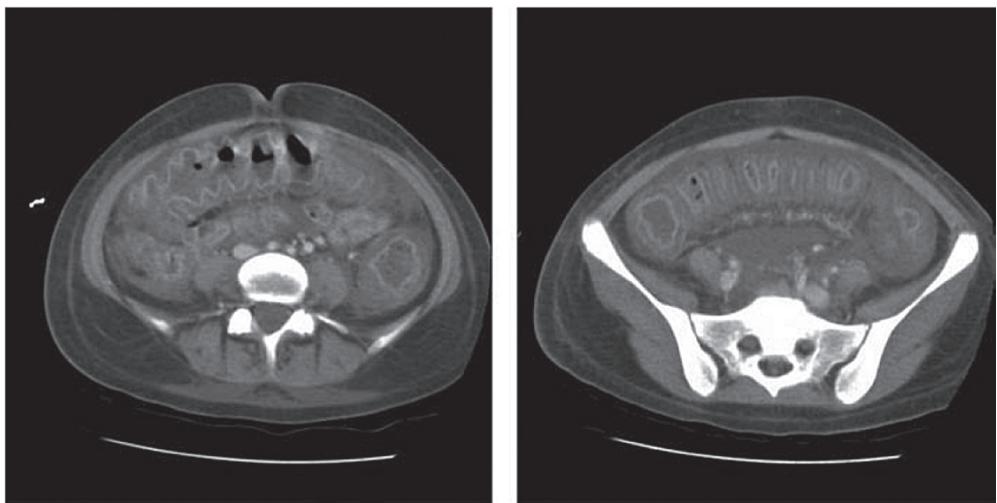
Компьютерная томограмма органов брюшной полости при псевдомемброзном колите, связанном с Clostridium difficile (Jaber et al., 2008)
